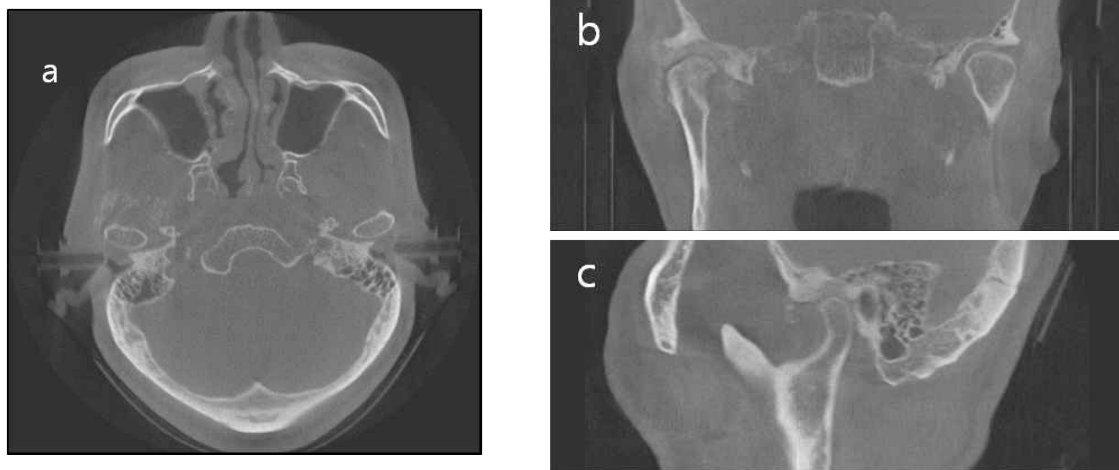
On cone beam CT view, Combined bony erosion with sclerotic change of Rt. TMJ and surrounded Multifocal calcified lesion. a: CBCT axial view, b: CBCT coronal view, c:CBCT sagittal view
